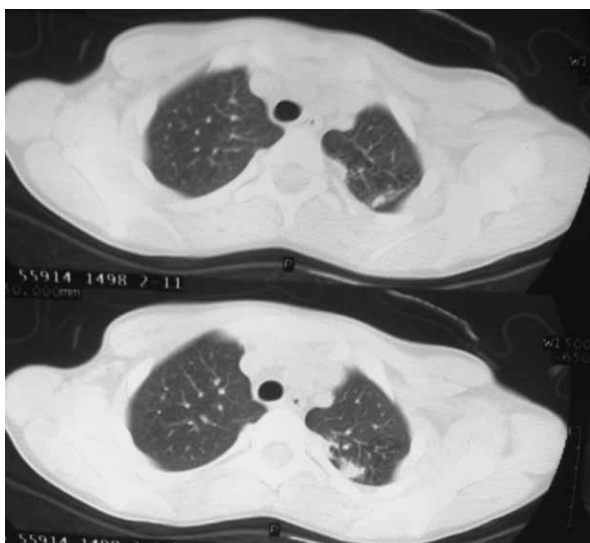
КТ грудной клетки при выписке: значительное рассасывание инфильтрации, увеличение объема верхней доли левого легкого. Уменьшились лимфатические узлы левой пульмональной и трахеобронхиальной групп
